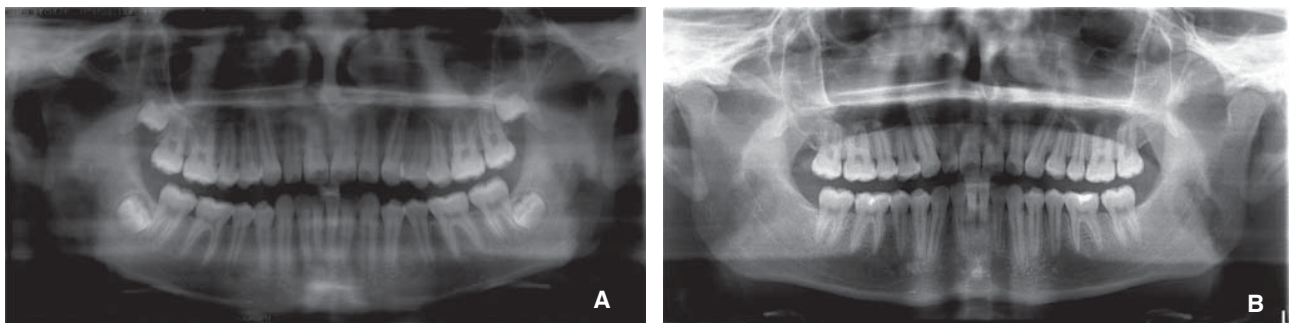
A. Ortopantomografía inicial. B. Ortopantomografía final.
